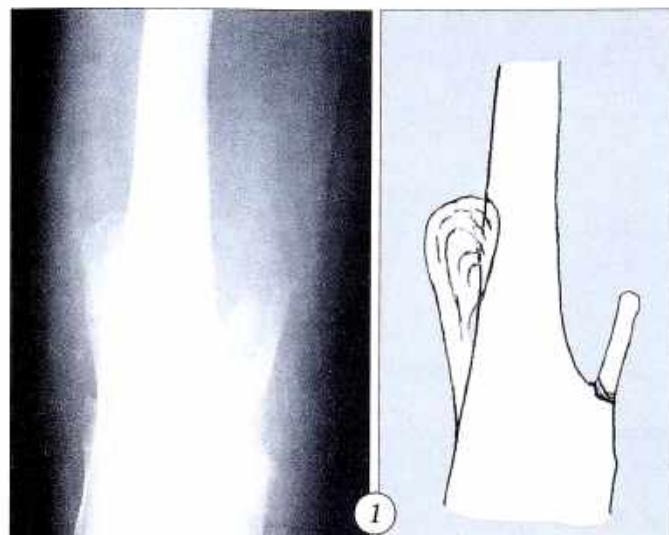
Рентгенограмма и скиаграмма больного М.: перелом основания линейного экзостоза бедренной кости.
